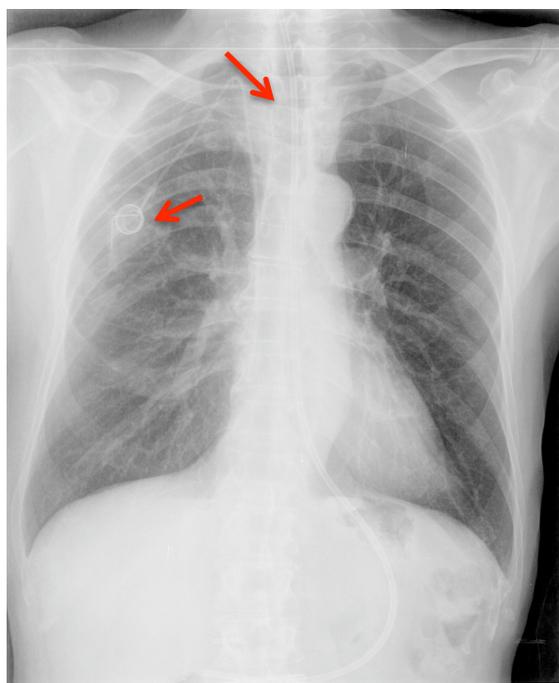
Radiografía de tórax antero-posterior donde observamos la sonda nasogástrica (flecha superior) y el reservorio (Flecha inferior izquierda)
